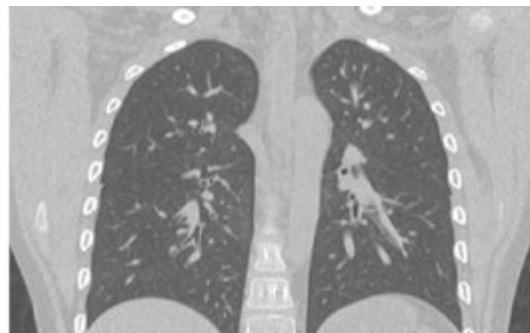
КТ ОГК №4 (23.09.2016 р.) в поздовжньому розрізі
